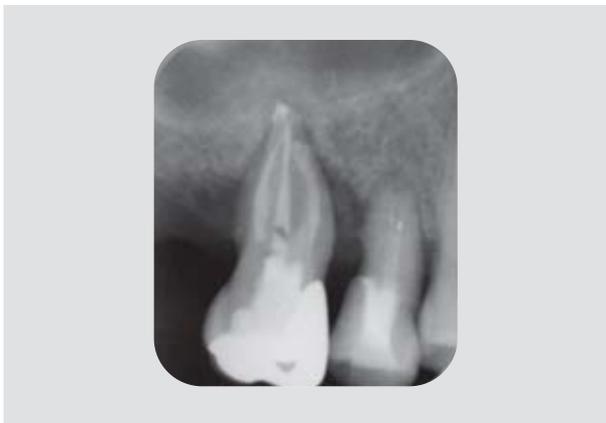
Orthograde Röntgenaufnahme der Wurzelkanalfüllung am Zahn 16.
